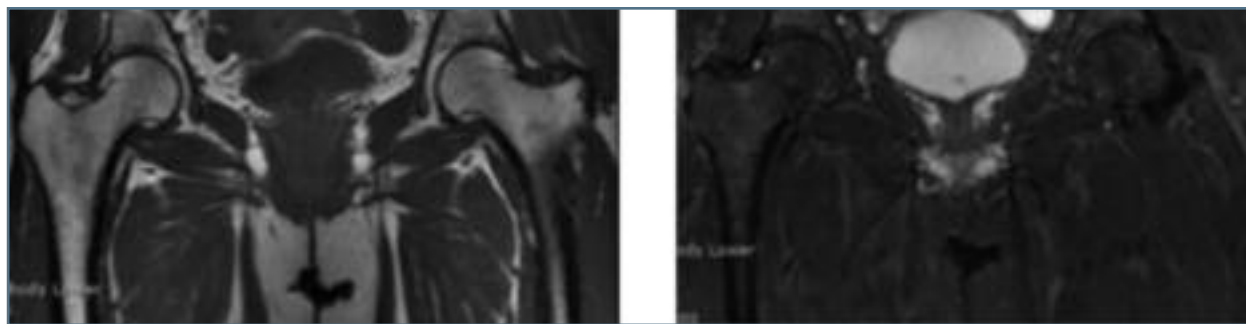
RM aos 8 meses após o parto já com completa resolução imagiológica
